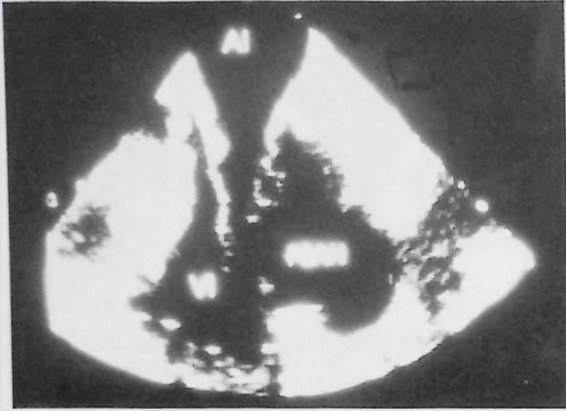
Ecocardiograma bidimensional transesofágico del mismo paciente de la figura anterior en donde se aprecia una gran cámara postero-lateral. Abreviaturas como en la figura 2. (Latido, 1984; 5:85-87.)
